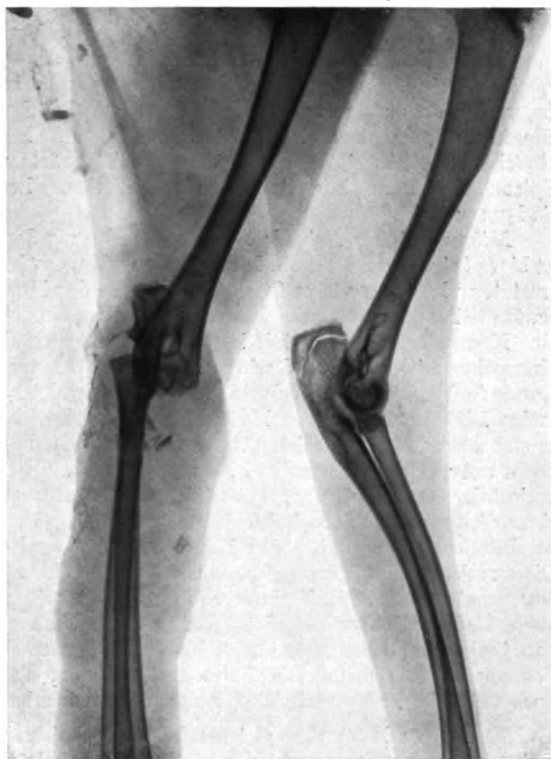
Röntgenbild der Vers. 6–8. Äußere Luxation des Radiusköpfchens mit hoher Ulnafraktur.
